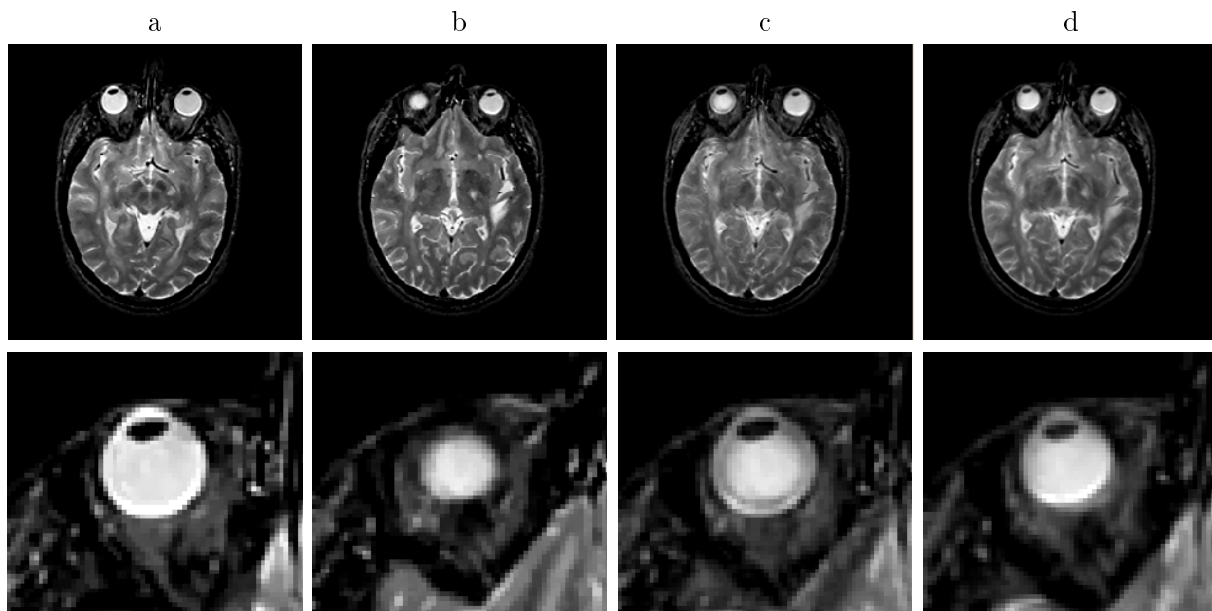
Deux coupes d'une IRM a) et b) dont l'espacement est plus important que dans le reste du volume. L'interpolation d'images permet de créer une coupe intermédiaire artificiellement de façon à rendre homogène la résolution spatiale en 3D. On voit en c) que l'interpolation en intensité crée une image floue, et que les résultats paraissent même peu réalistes sur un zoom autour de l'œil. En d) on peut apprécier le résultat avec notre méthode, qui permet d'obtenir un résultat beaucoup plus net et réaliste.*
